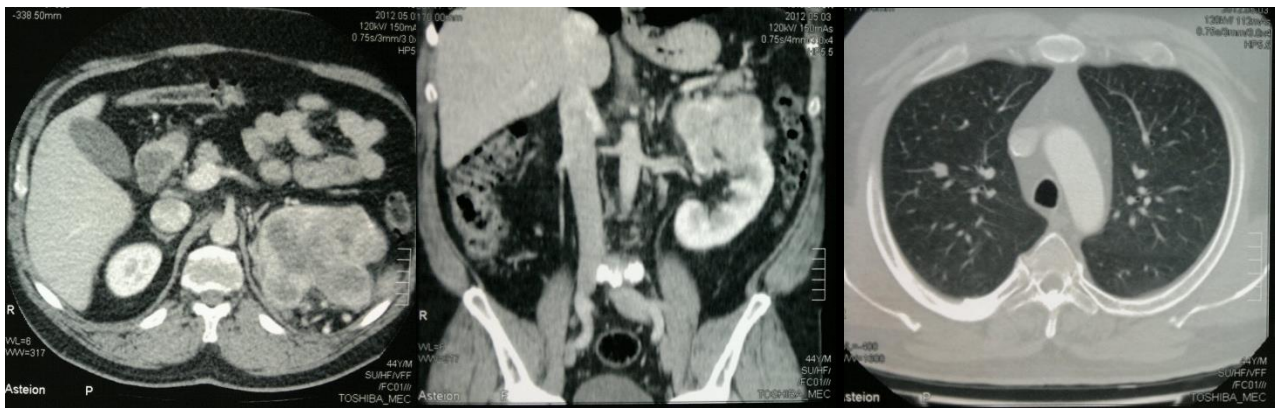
Первинні КТ знімки хворого Ч., 1970 р.н., із пухлиною верхнього полюса лівої нирки максимальним діаметром 65 мм, вторинним ураженням легень, ожирінням IV ст. (ІМТ – 40)
